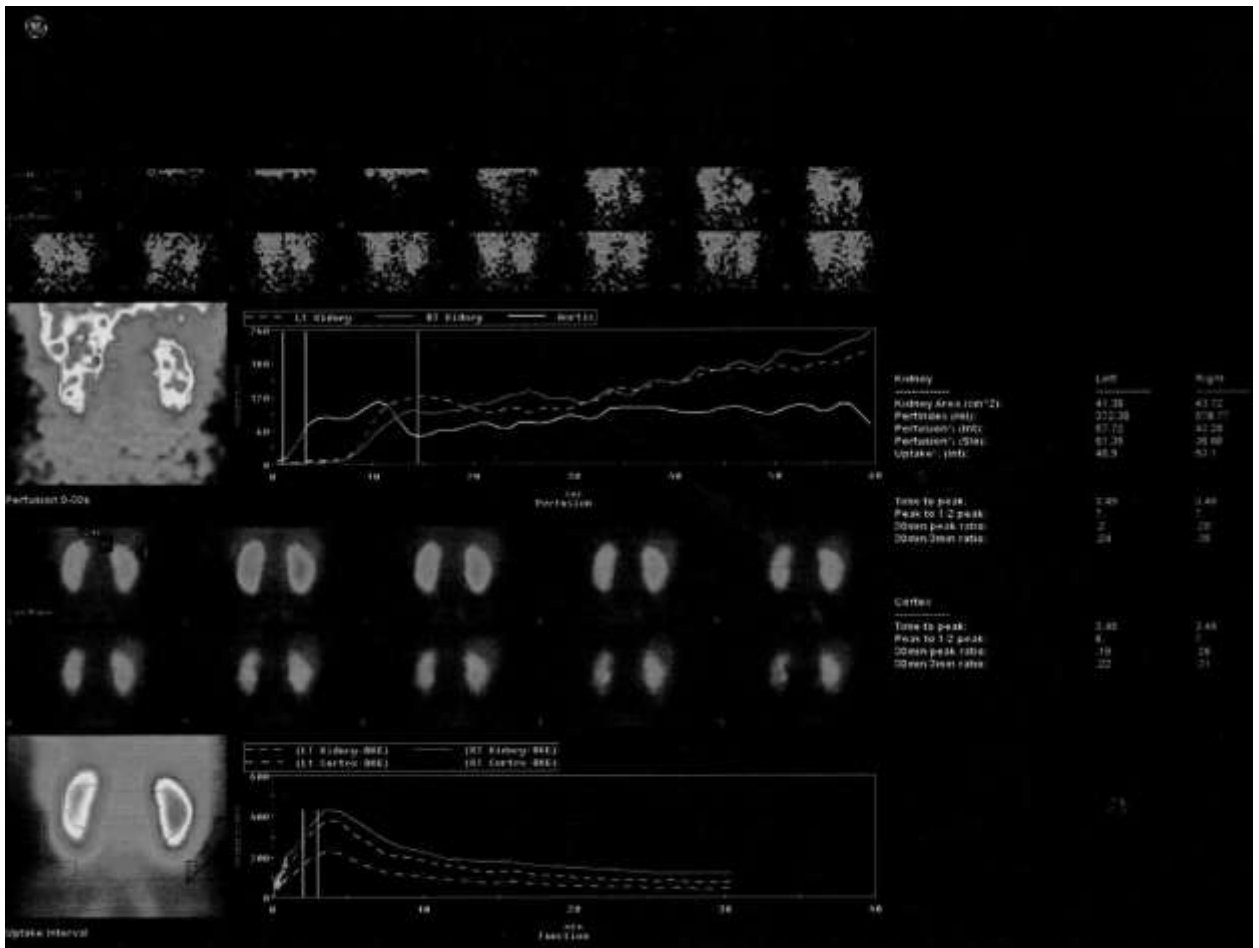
Динамическая нефросцинтиграфия. Та же больная, через 12 месяцев после оперативного вмешательства
